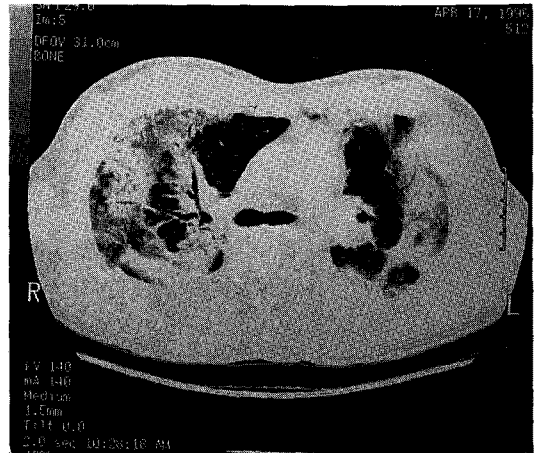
Computed tomogram of case 10 demonstrates the true peripheral nature of the infiltrates.
